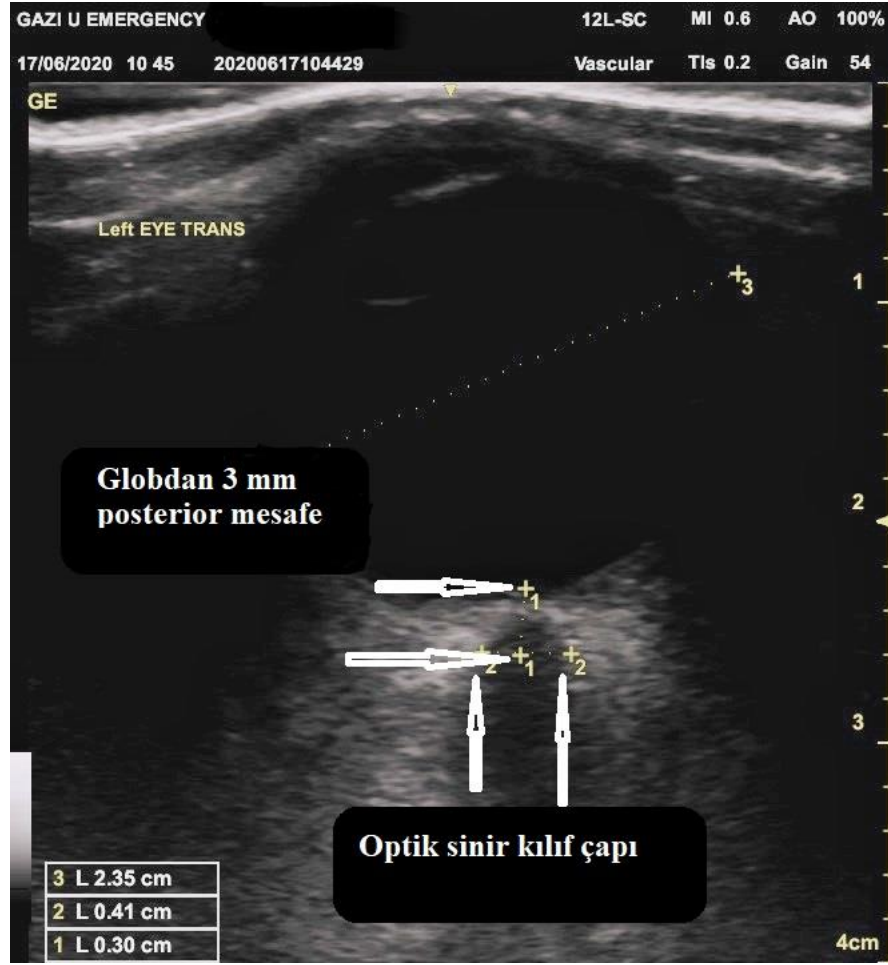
Oküler ultrasonografi uygulanış tekniđi
